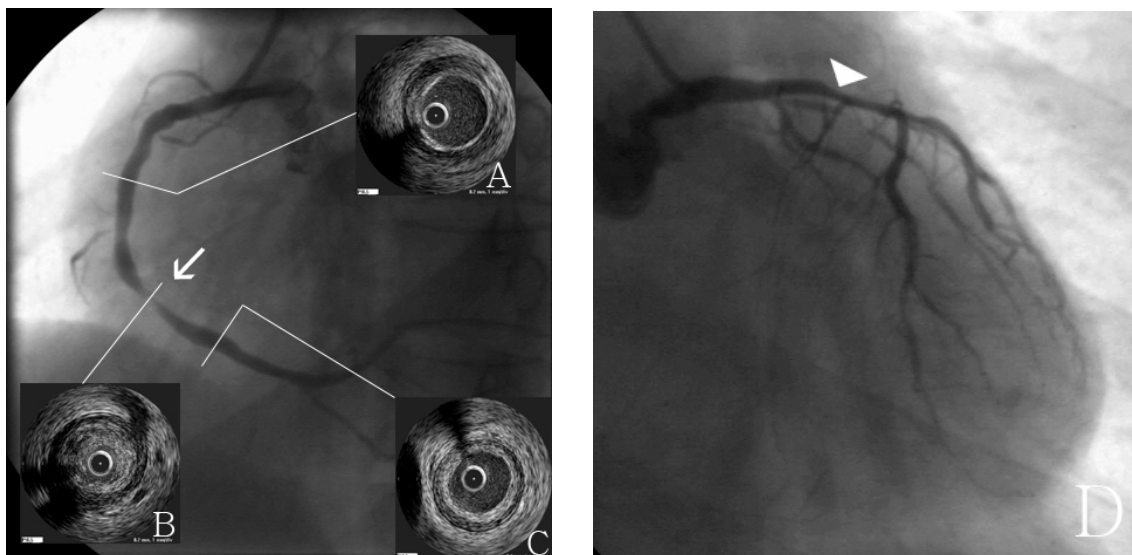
A coronary angiogram (CAG) from case 3. The diagnostic CAG shows severe stenosis (arrow) on the mid portion of the right coronary artery and diffuse multiple stenosis (arrowhead) on the left anterior descending coronary artery and left circumflex coronary artery (D). Intravascular ultrasound shows heavy atherosclerotic plaque in the mid portion (B) of the right coronary artery and diffuse atherosclerotic changes in the angiographically normal proximal (A) and distal (C) reference segment of the right coronary artery.
